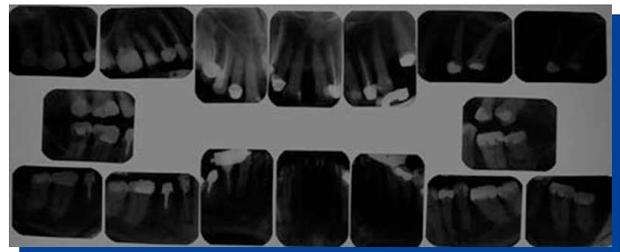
Serie radiográfica periapical previa al tratamiento ortodóntico.
